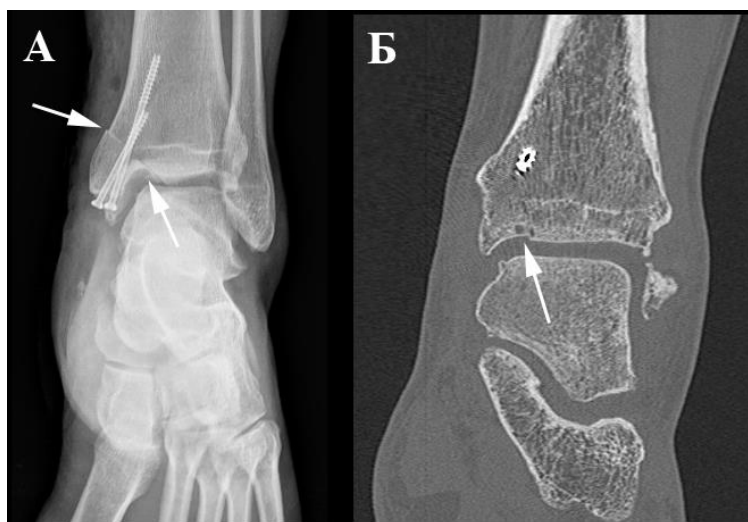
Неудовлетворительный остеосинтез медиальной лодыжки у пациента ретроспективной группы: А – рентгенограмма голеностопного сустава во фронтальной проекции (стрелками показано смещение медиальной лодыжки по кортикальному слою и суставной поверхности); Б – КТ голеностопного сустава во фронтальной плоскости через 17 месяцев после операции (стрелкой показаны кисты большеберцовой кости в области несоответствия суставной поверхности).
